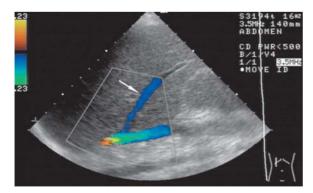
17-jähriger Junge mit separater Einmündung der Segmentvene VI. In der Farbdoppler-Sonographie zeigt sich eine direkte Darstellung der atypisch mündenden Segmentvene (*Pfeil*) in die V. cava inferior
